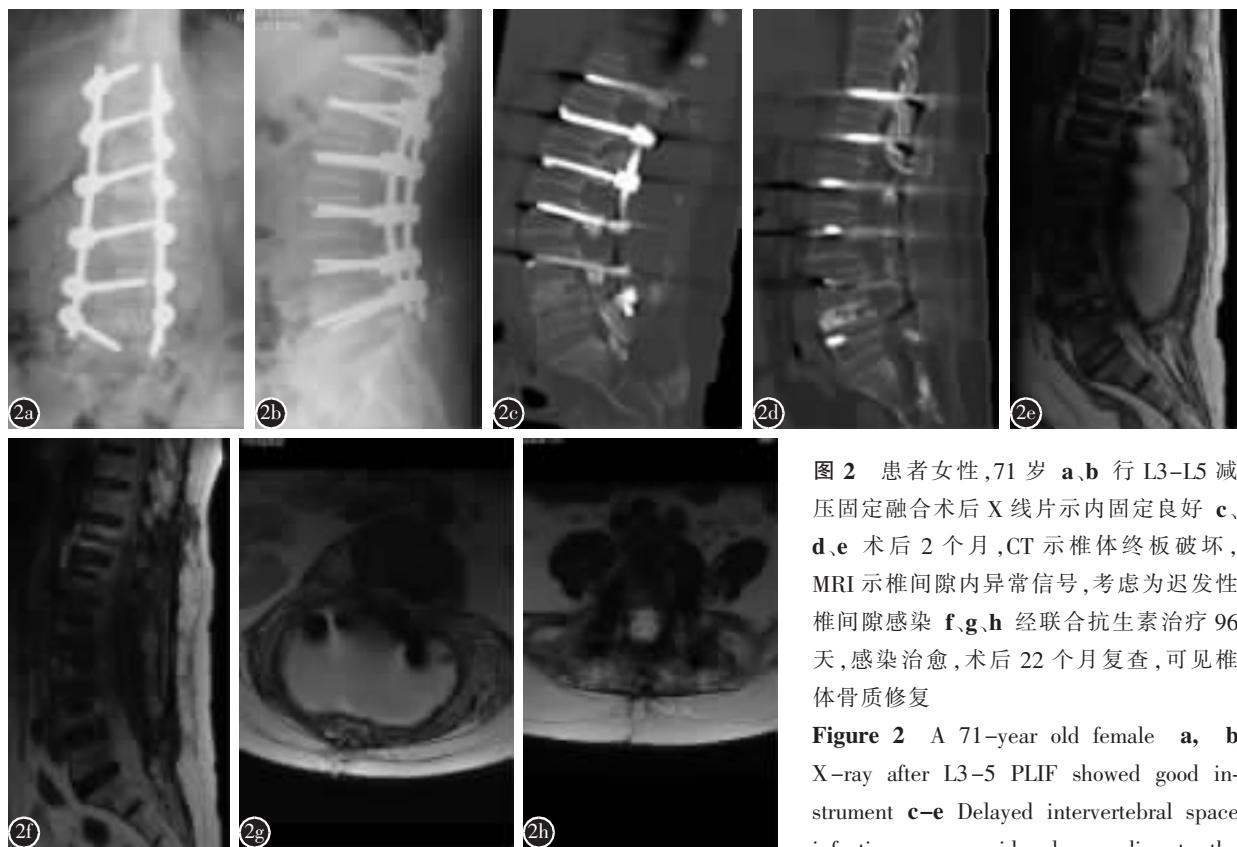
患者女性,71岁 a、b 行 L3-L5 减压固定融合术后 X 线片示内固定良好 c、d、e 术后 2 个月,CT 示椎体终板破坏, MRI 示椎间隙内异常信号, 考虑为迟发性椎间隙感染 f、g、h 经联合抗生素治疗 96 天, 感染治愈, 术后 22 个月复查, 可见椎体骨质修复
